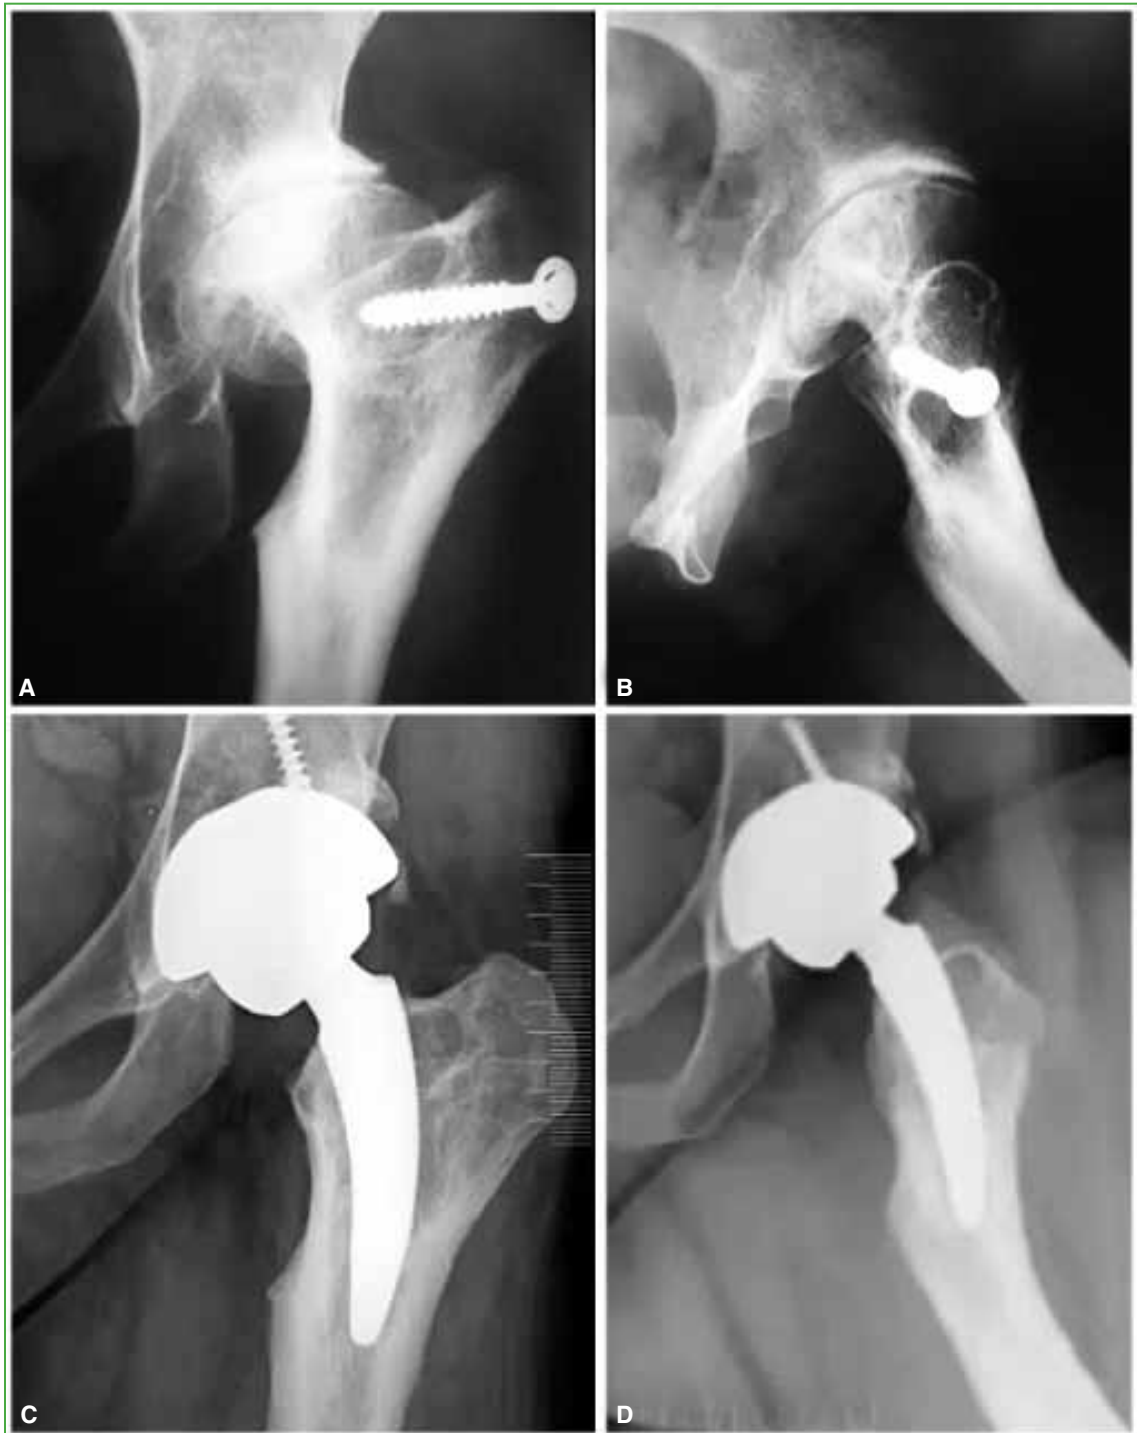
Radiografías preoperatorias anteroposterior (A) y de perfil (B) de cadera izquierda. Se visualiza la deformidad proximal del fémur y el material de osteosíntesis. Radiografías anteroposterior (C) y de perfil (D) posoperatorias inmediatas. Se observa el reemplazo total de cadera con un vástago corto y una correcta alineación en el canal femoral.
